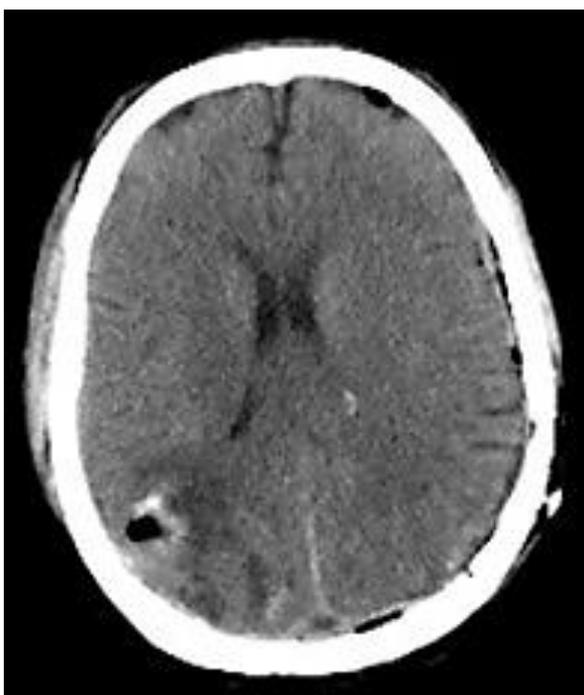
TAC Cerebral de control en el post operatorio inmediato que muestra craneotomía parietal y resección subtotal de lesión parieto-occipital derecha.
